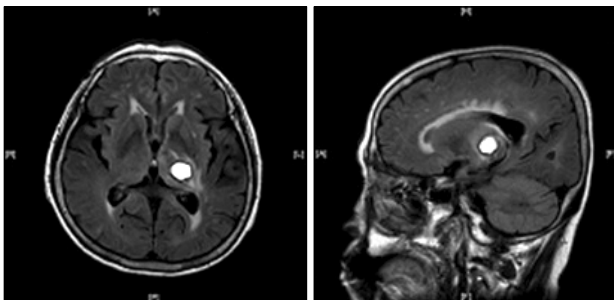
Findings of Brain magnetic resonance imaging on admission.
